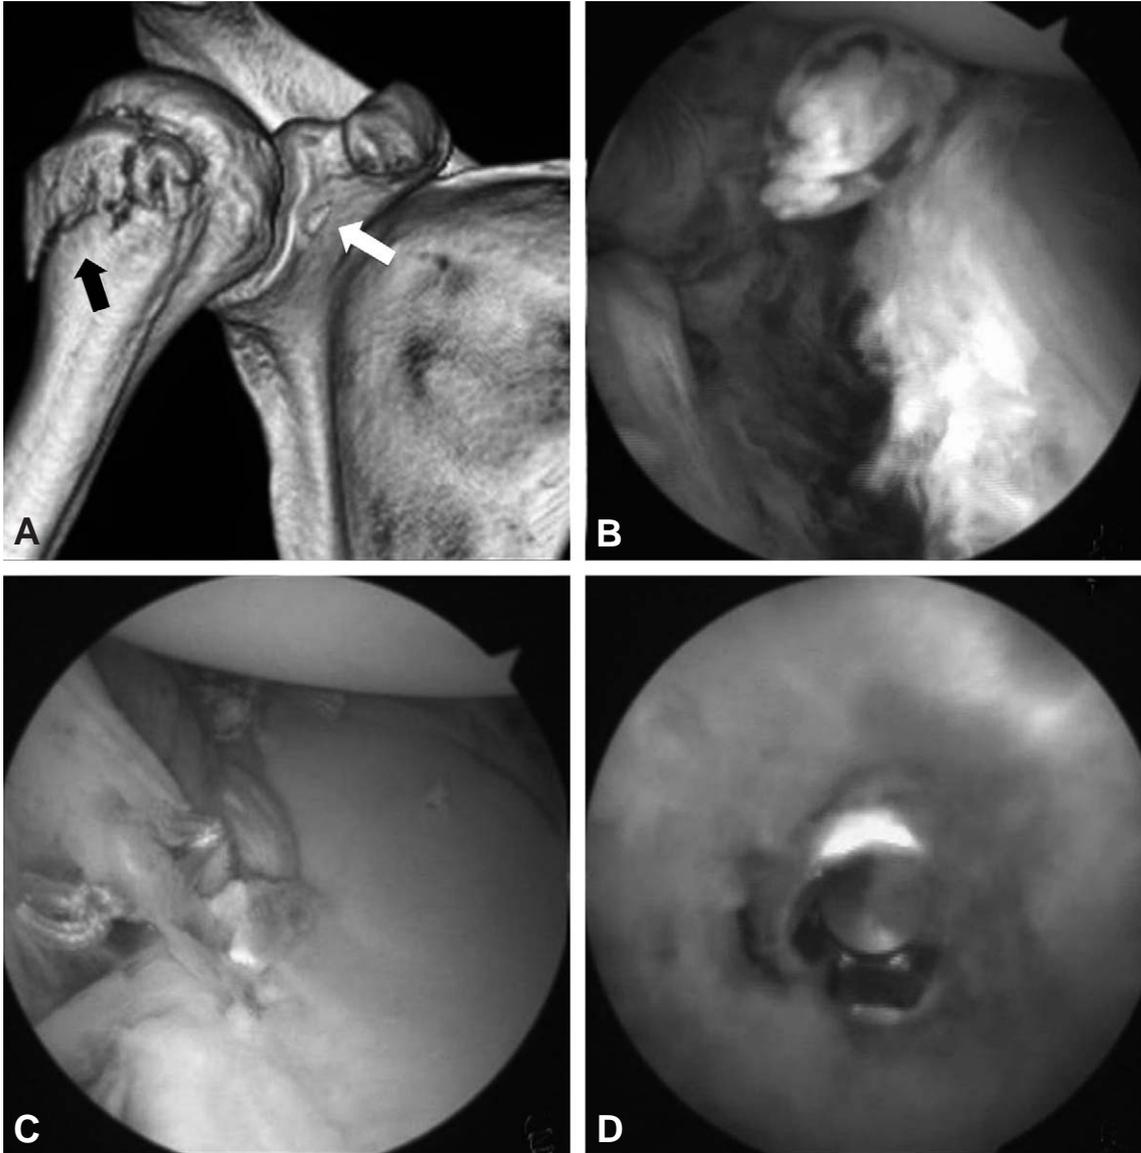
A 28-year-old man who has humerus greater tuberosity fracture with anterior dislocation of the shoulder. (A) This is a 3D-CT reconstruction. Bony fragment (white arrow) and humerus greater tuberosity fracture (black arrow) were observed. (B) Arthroscopic finding. Bony Bankart lesion was observed from anterior superior view. (C) Bony fragment was removed and anterior labrum was repaired with 3 suture anchors. (D) Greater tuberosity was fixed with 1 AO 4.0 cannulated screw.
